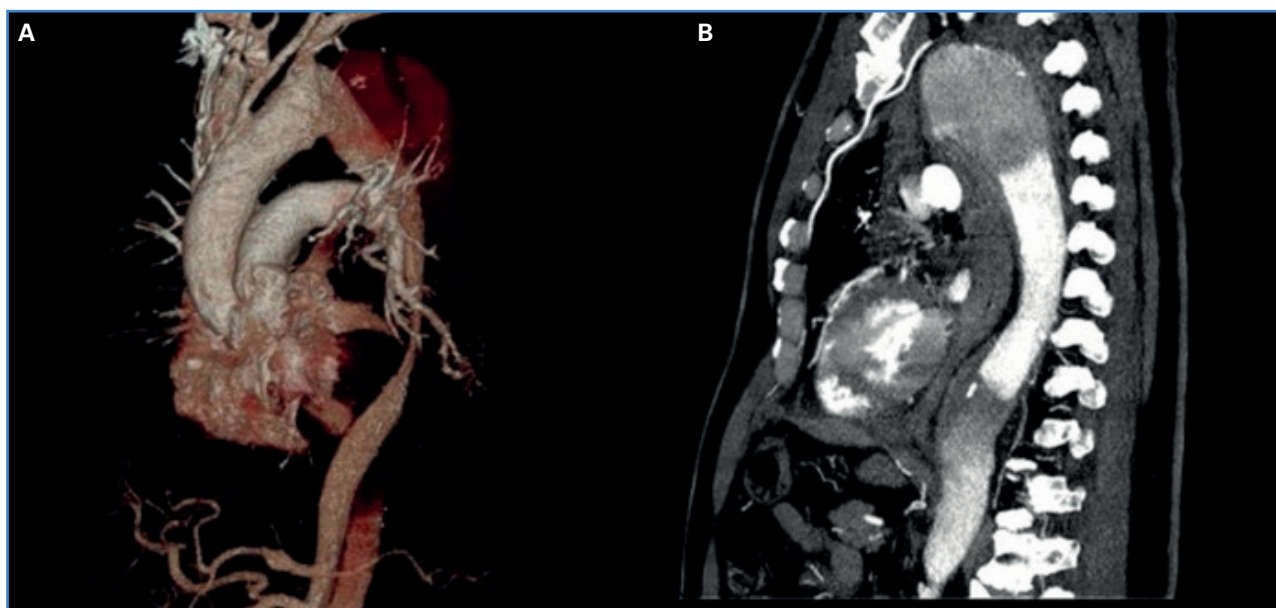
A. Angiotomografía en 3D. Dilatación en la emergencia de la aorta torácica descendente con presencia de trazo de disección distal a arteria subclavia. B. TAC de tórax contrastada con dilatación aórtica distal a subclavia izquierda.
